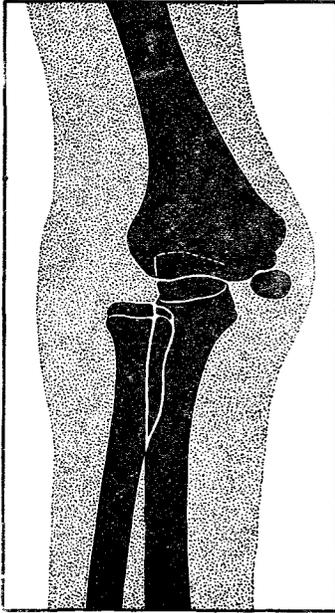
Рентгенограмма при вывихе обеих костей предплечья кнаружи
